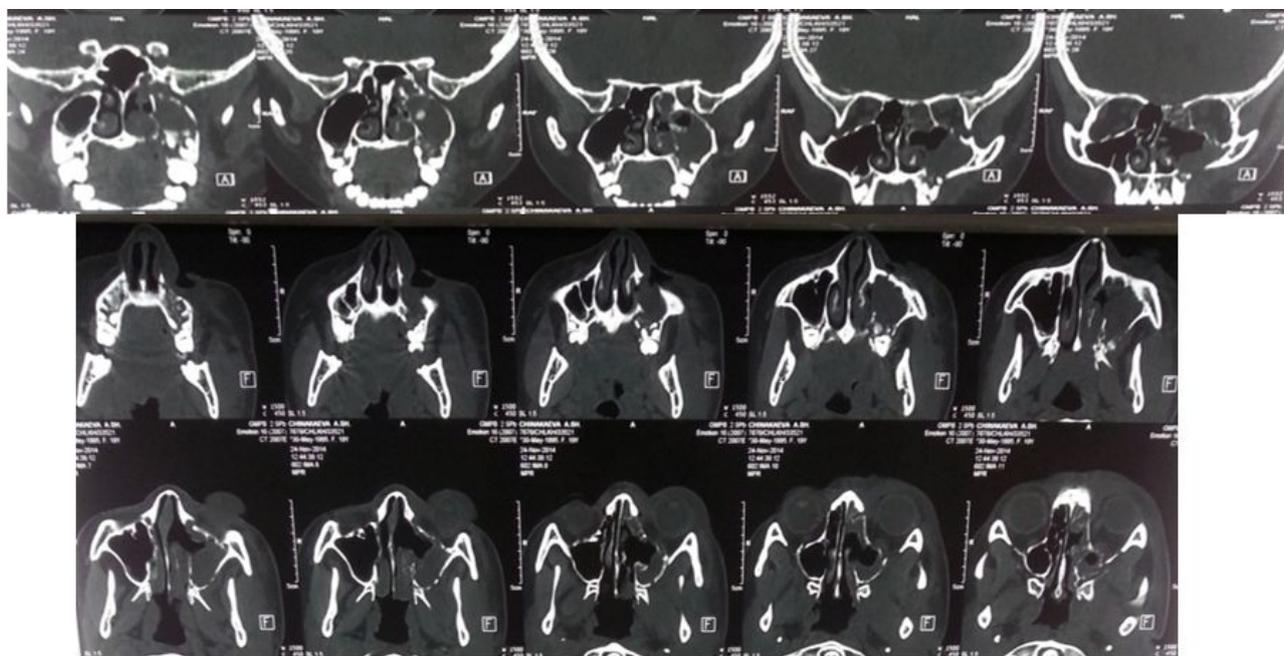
Компьютерная томография околоносовых пазух от 24.11.14
